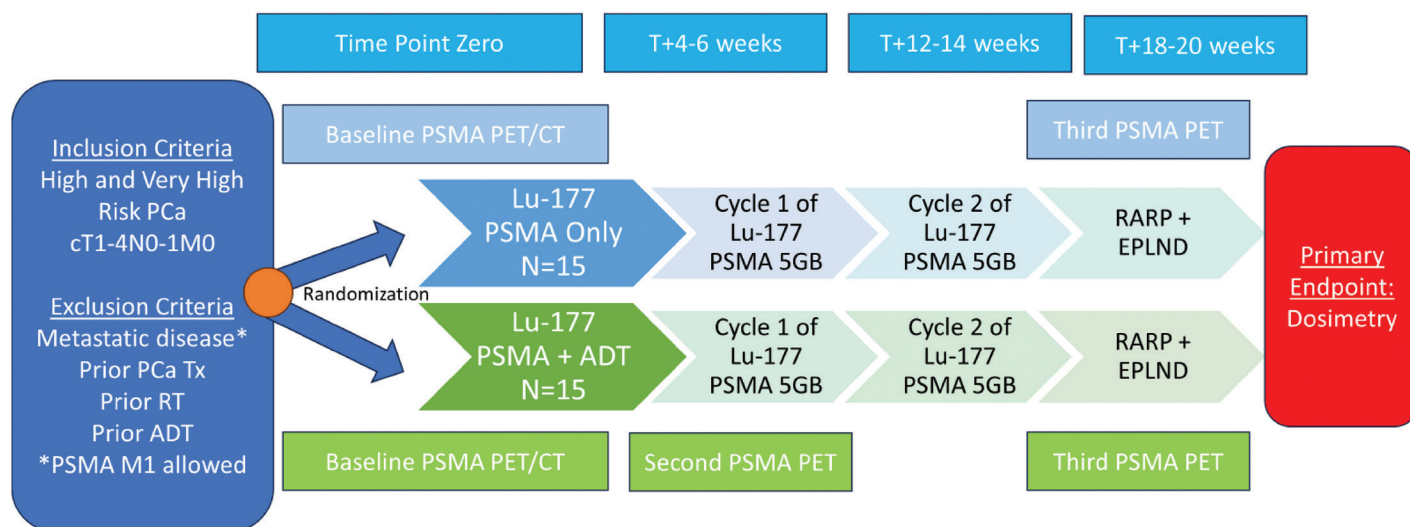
Diseño de prueba de Nautilus. ADT indica terapia de privación de andrógenos; CaP, cáncer de próstata; ECOG, Grupo Cooperativo de Oncología del Este; EPLND: disección ampliada de ganglios linfáticos; Lu, lutecio; M1, etapa M1; PET, tomografía por emisión de positrones; PSMA, antígeno de membrana específico de la próstata; RARP: prostatectomía radical asistida por robot; t+, tiempo; Tx, terapia.
